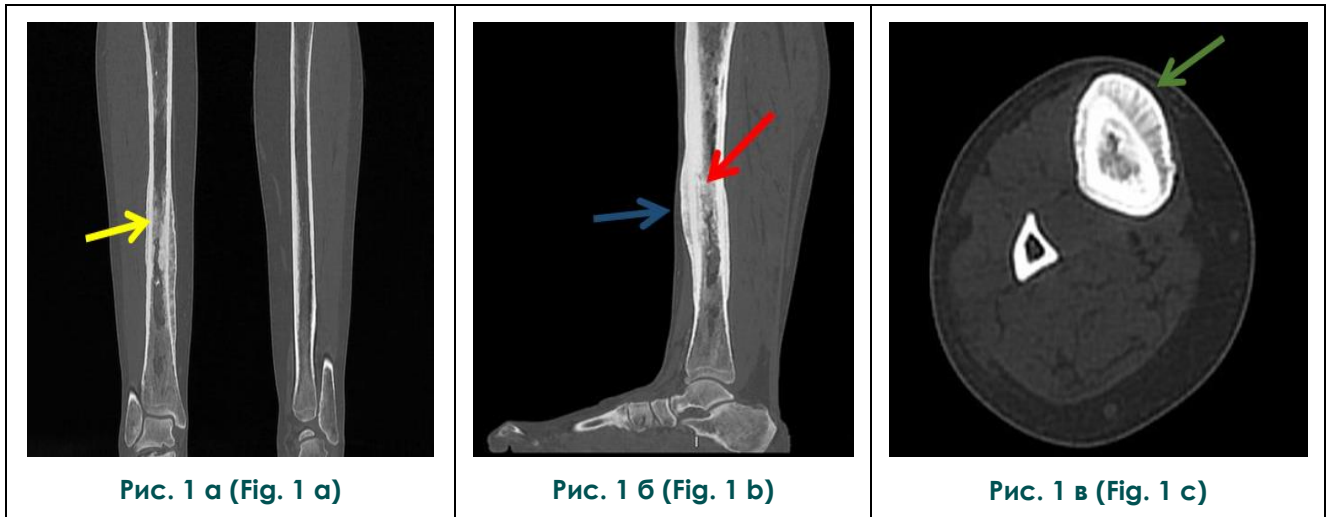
МСКТ костей голени и стоп (с нагрузкой).
